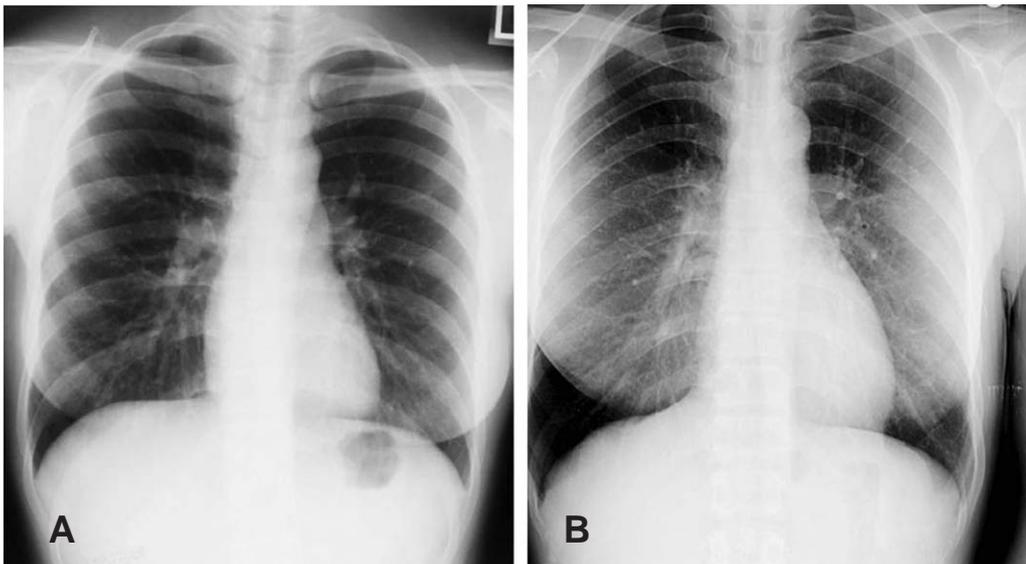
42-year old woman with back discomfort during playing golf. (A) Initial chest X-ray shows no evidence of fracture lines. (B) This film shows fractures in the left 5th, 6th ribs.
